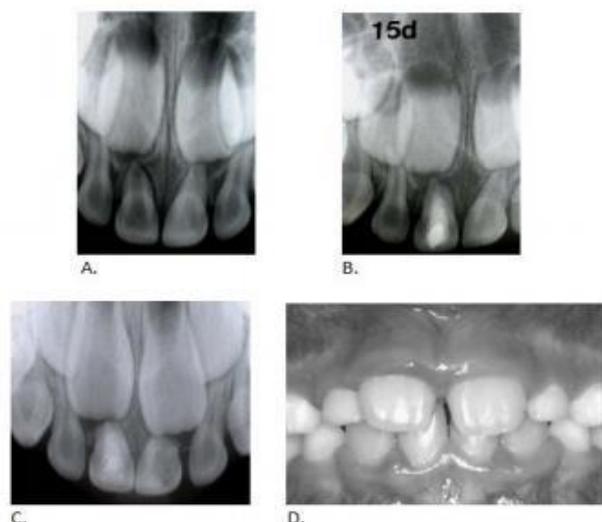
Radiografia pré-operatória do elemento 51, com abscesso periapical agudo pelo trauma (A). Controle de 15 dias (B) e três anos (C) após o tratamento endodôntico. Controle de quatro anos, com a presença do sucessor permanente (D). Todos com a pasta de hidróxido de cálcio (Massara *et al.*, 2012).
